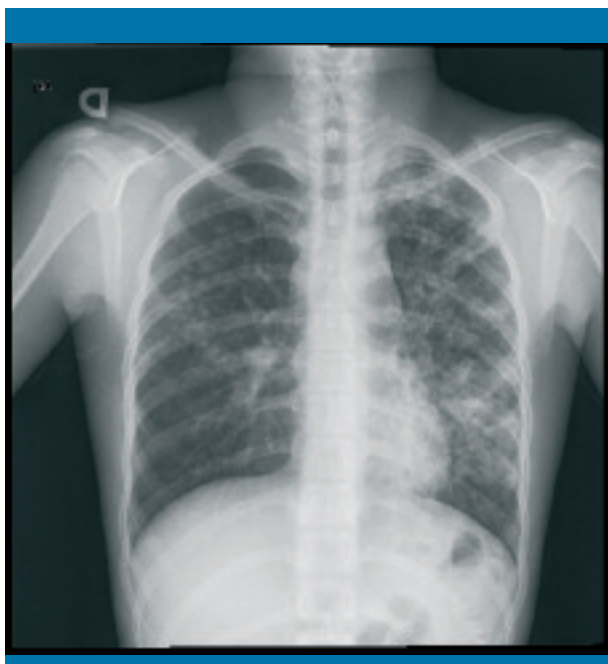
Radiografía posteroanterior de tórax: diseminación broncogena bilateral
